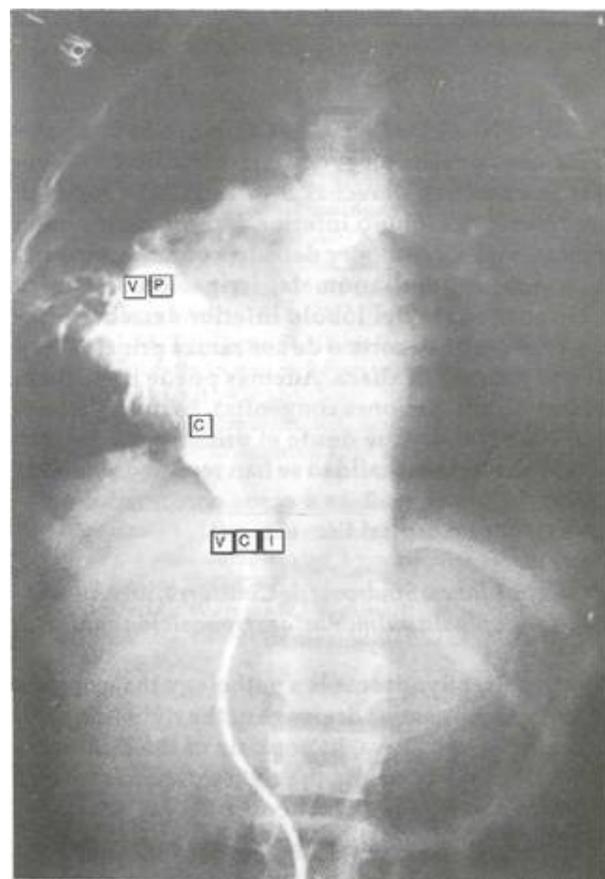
Radiografía de tórax y abdomen en cateterismo mostrando catéter que ingresa al sistema venoso a través de la vena femoral derecha, asciende por la vena cava inferior (VCI), entra a la vena pulmonar anómala (C) y llega al sistema venoso pulmonar (VP).
